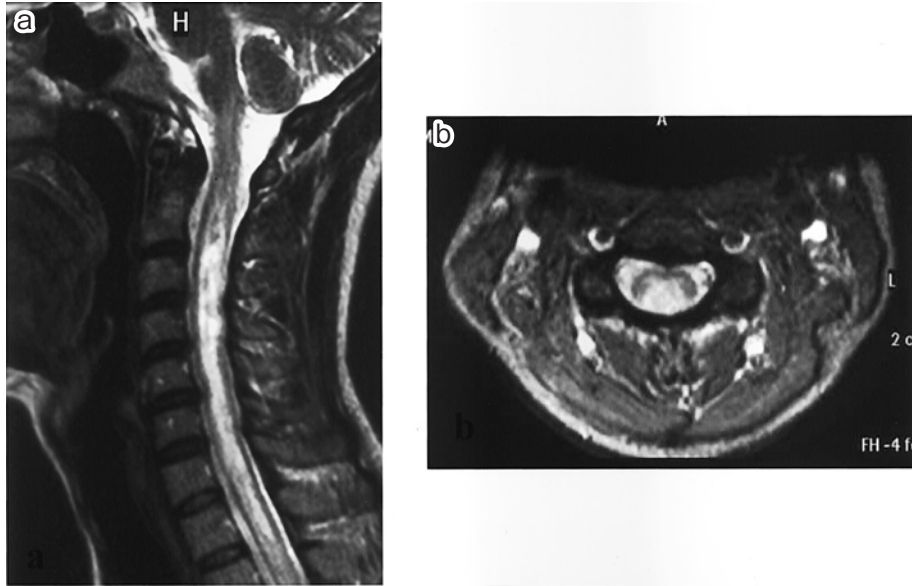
Sagittal (a) (TR=3,500msec, TE=120msec) and axial (b) (TR=427msec, TE=9.2msec) spinal MRI with T₂ weighted image. MRI performed at the first admission showed hyperintense lesions within the cord extending from C2 to T₂ vertebral level with marked spinal cord swelling.
